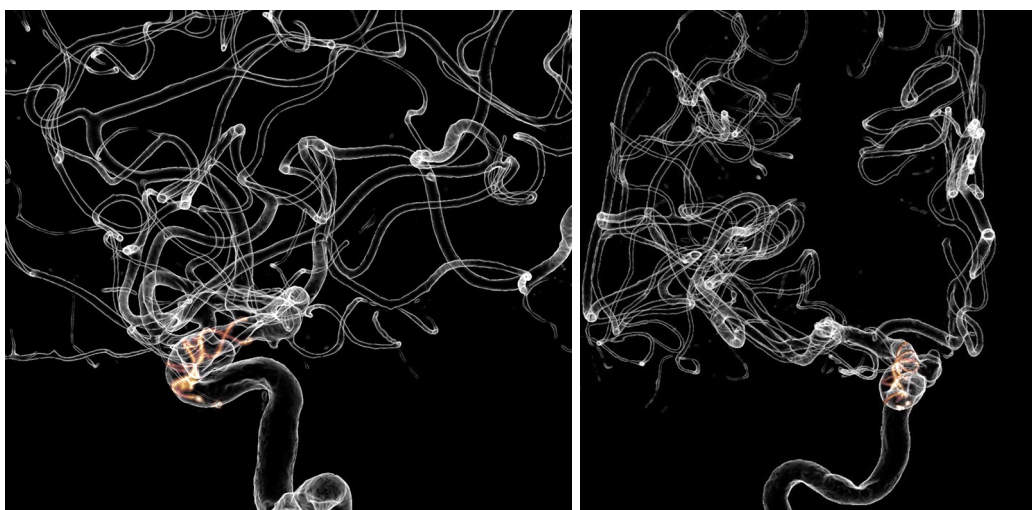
Контрольні післяопераційні серії ФД КТ з ангиопротоколом Virtual dilation
